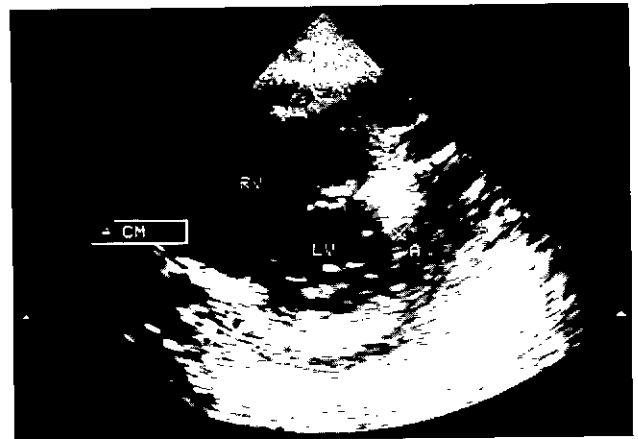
Echocardiography after pericardiostomy. massive pericardial effusion
